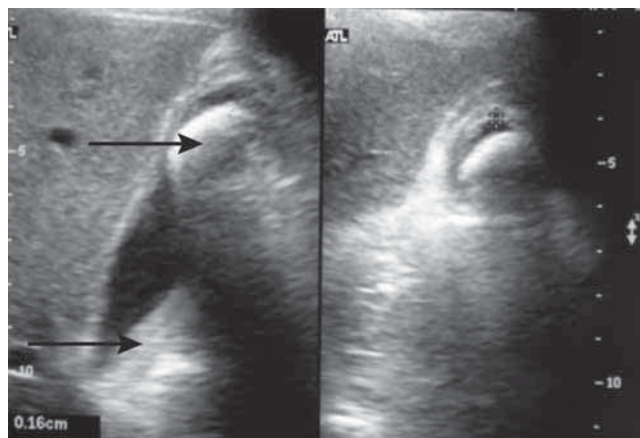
Ultrasonido convencional del Caso 2, que muestra gran cálculo vesicular con edema de las paredes y cístico libre, no se logra visualizar el colédoco. Tipo I-A de la clasificación de Beltrán y Csendes.
